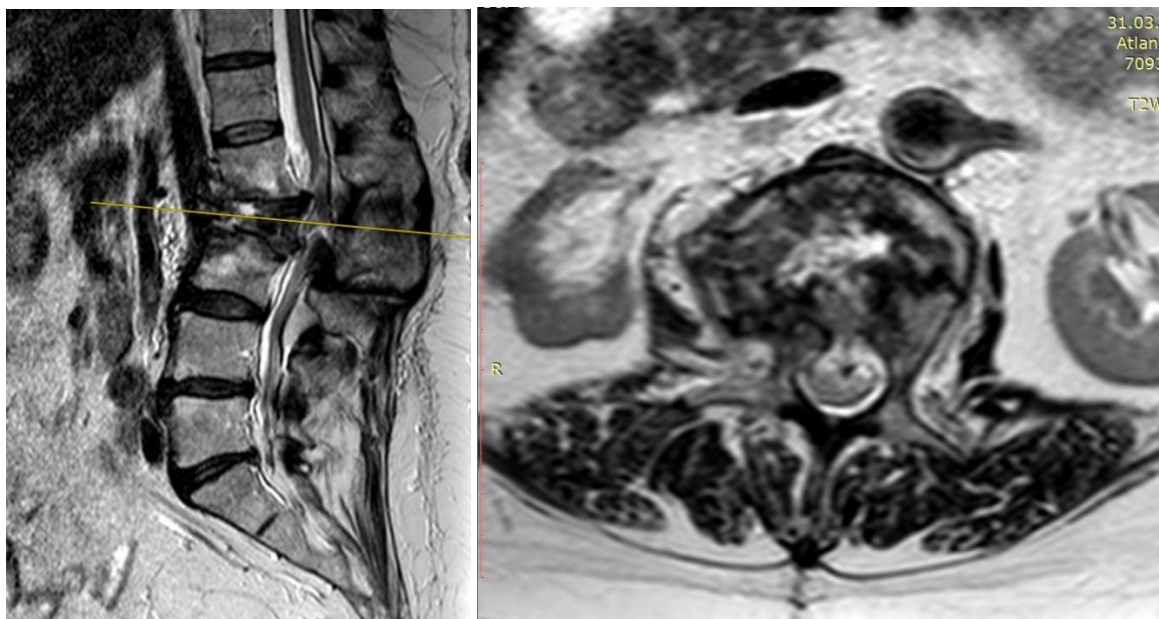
МРТ пациента перед оперативным лечением. Определяется стеноз позвоночного канала с элементами передней компрессией нервных структур на уровне деформации
